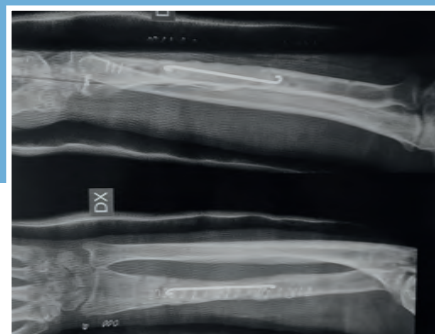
Radiografia post-operatoria dopo la pulizia chirurgica e il posizionamento del primo spaziatore.
